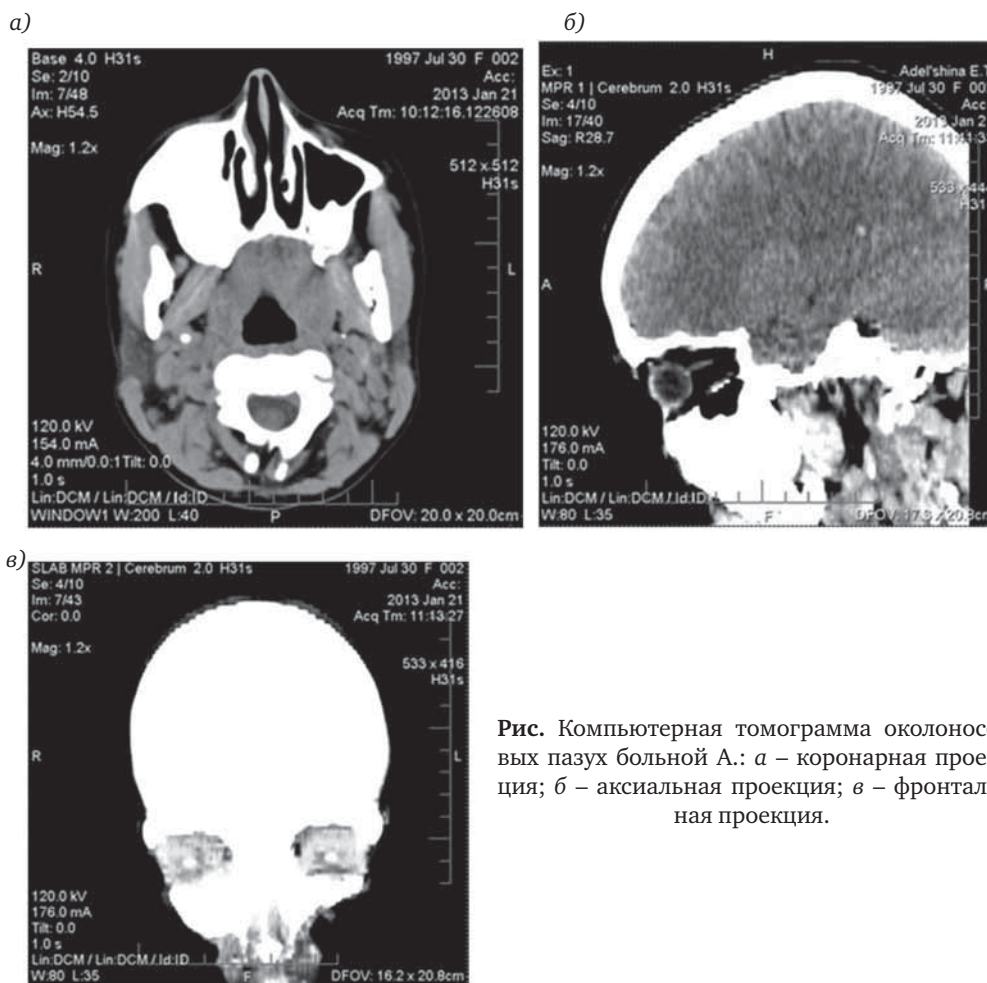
Компьютерная томограмма околоносовых пазух больной А.: а – коронарная проекция; б – аксиальная проекция; в – фронтальная проекция.
